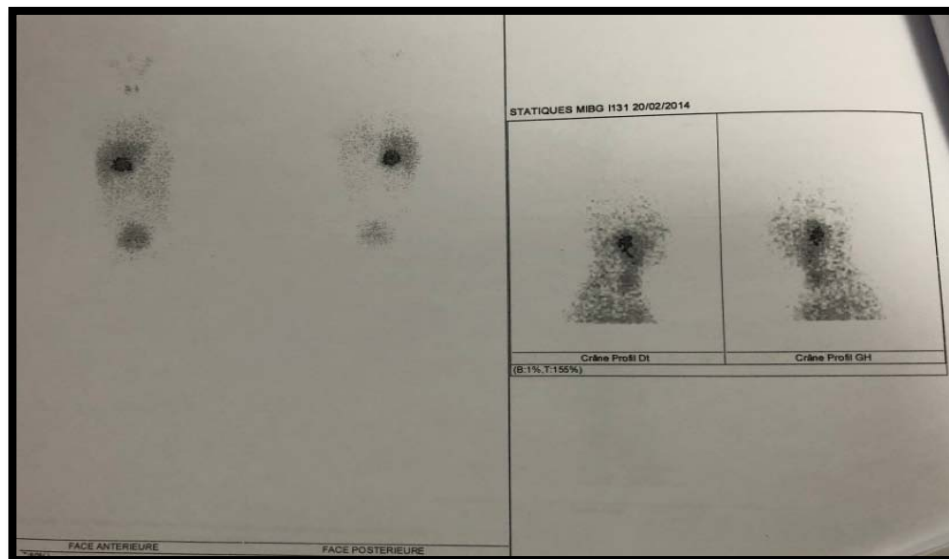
Aspect scintigraphique en faveur d'un phéochromocytome
